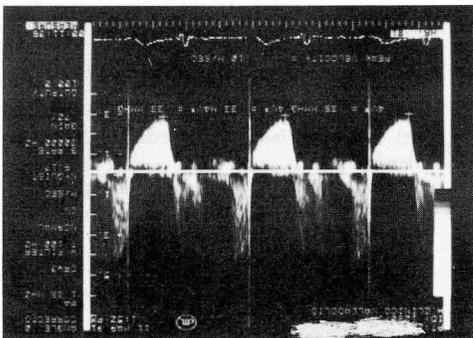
Registro doppler de estenosis aórtica, que permite calcular un gradiente transvalvular de 33 mm. Hg.
